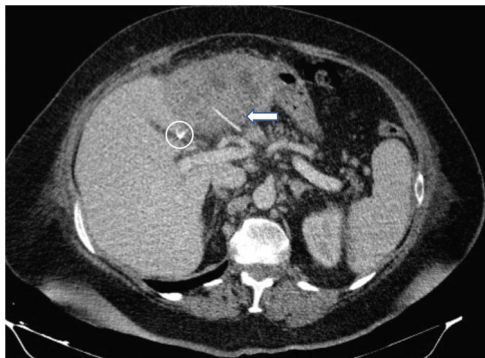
Paciente 2. TAC poscolecistectomía laparoscópica. Se muestra claramente un absceso hepático en el segmento III con una imagen lineal de alta densidad que se comunicó con el área del absceso hepático (flecha). También se puede ver un endoclip (círculo).
